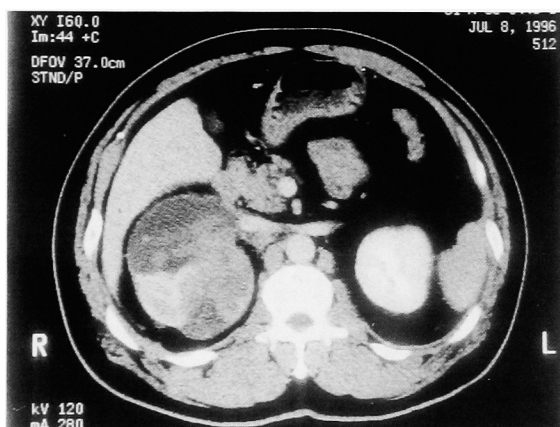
Computed tomography demonstrated a heterogeneous enhanced mass (in contact with the upper pole of the right kidney).
